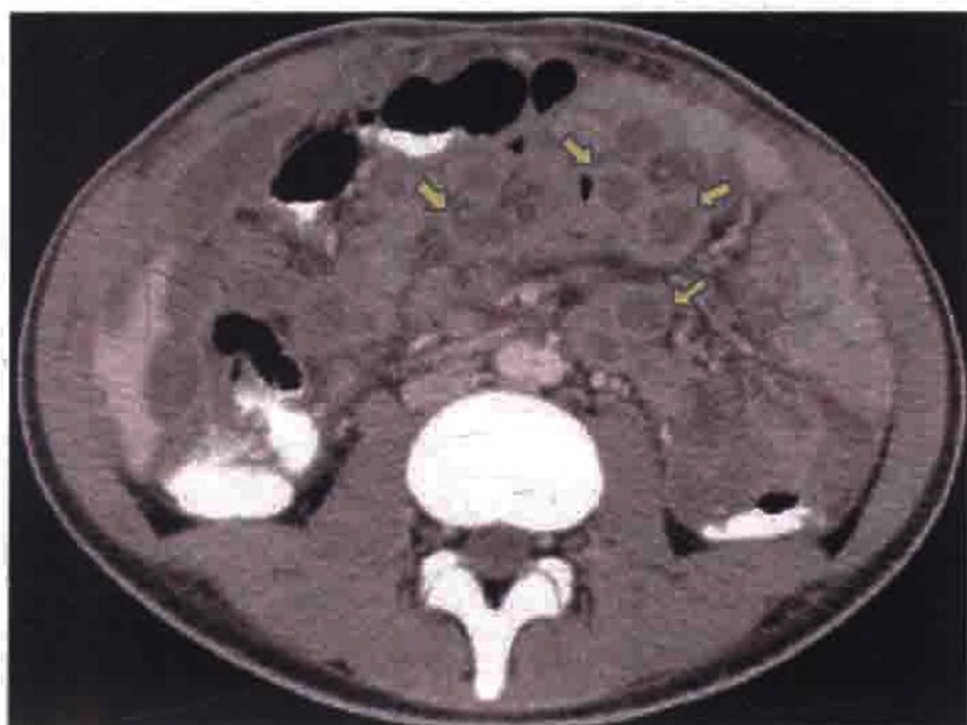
横轴位 CT 图像示转移性鳞状细胞癌患者腹主动脉左侧旁淋巴结肿大（箭），中央坏死，呈低密度
